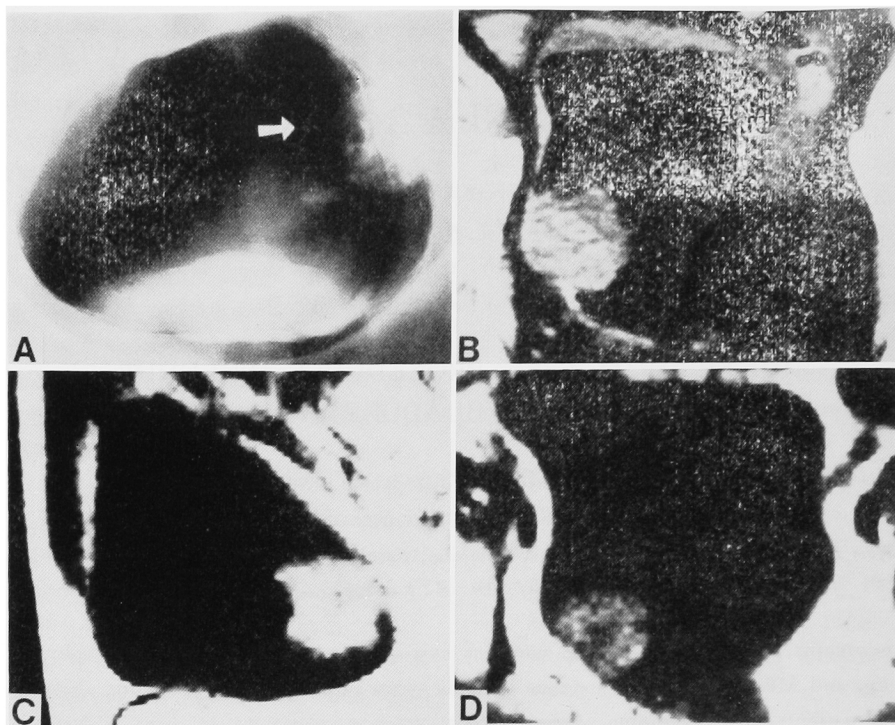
Case 1, (A) double contrast cystography (arrow: cancer), (B) X-ray CT, (C) MRI, sagittal scan, (D) MRI, transaxial scan.
